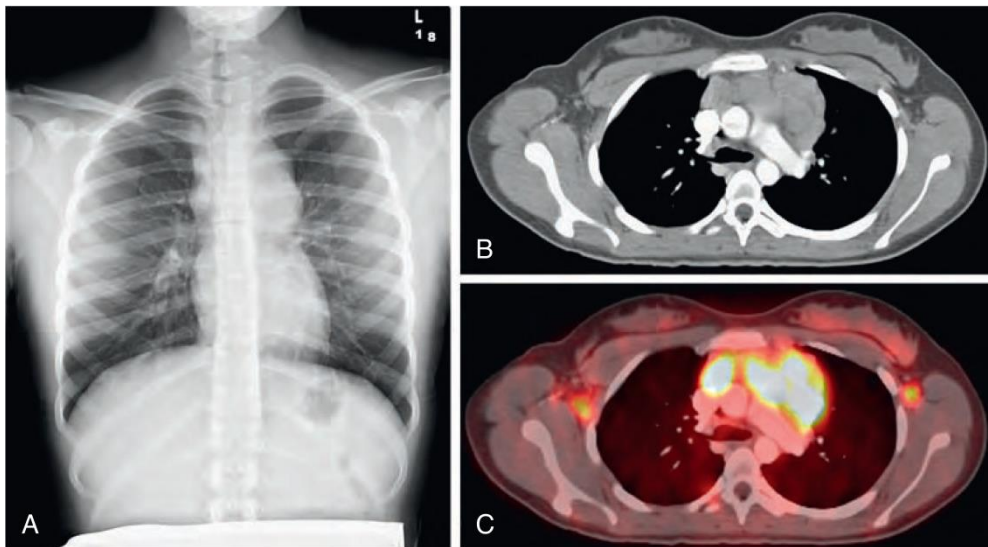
Anterior upper mediastinal mass from non-Hodgkin lymphoma. A, Plain chest radiograph. B, CT scan. C, Positron emission tomography (PET) scan.
